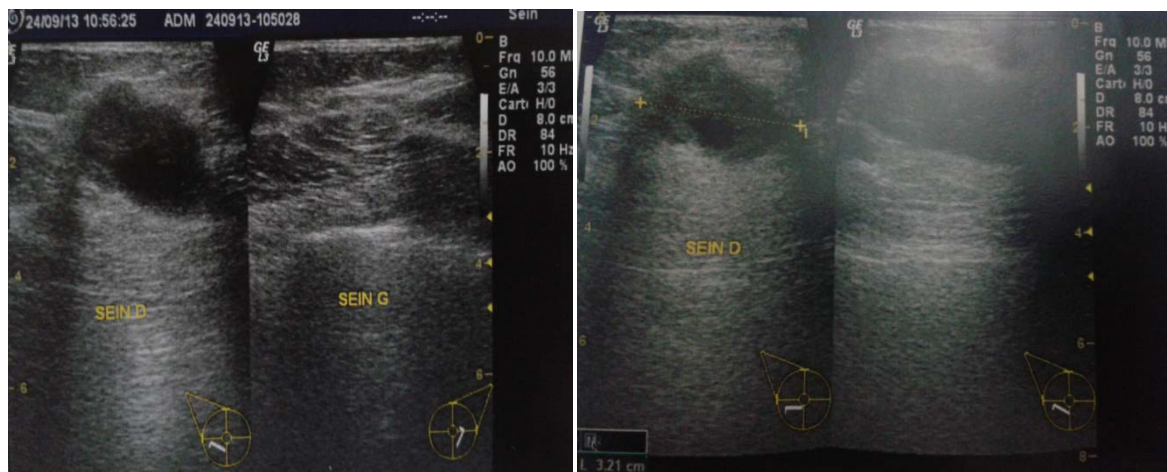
Aspect échographique d'un nodule tissulaire, hétérogène, rétroaréolaire du sein droit.
